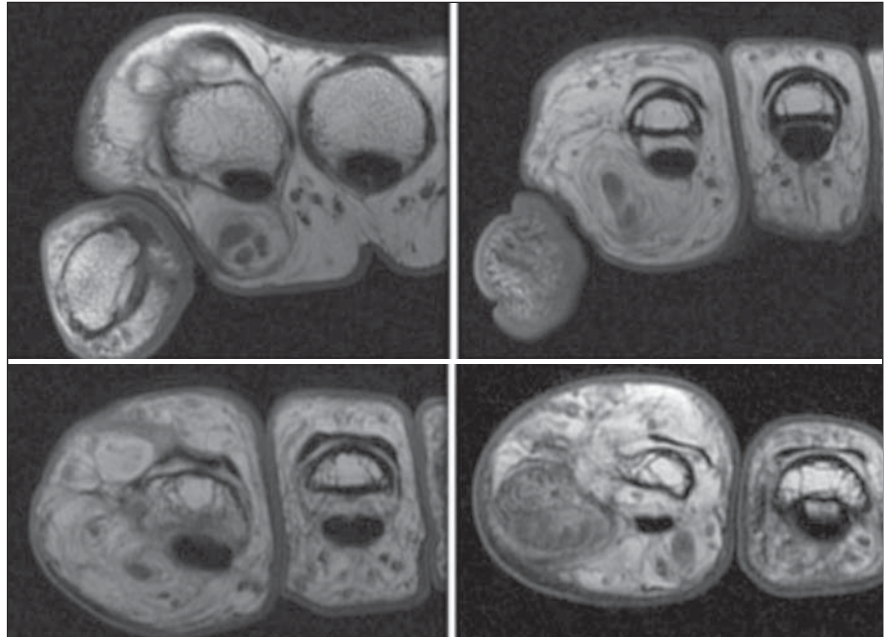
Ressonância magnética (RM), cortes axiais ponderados em T1.
